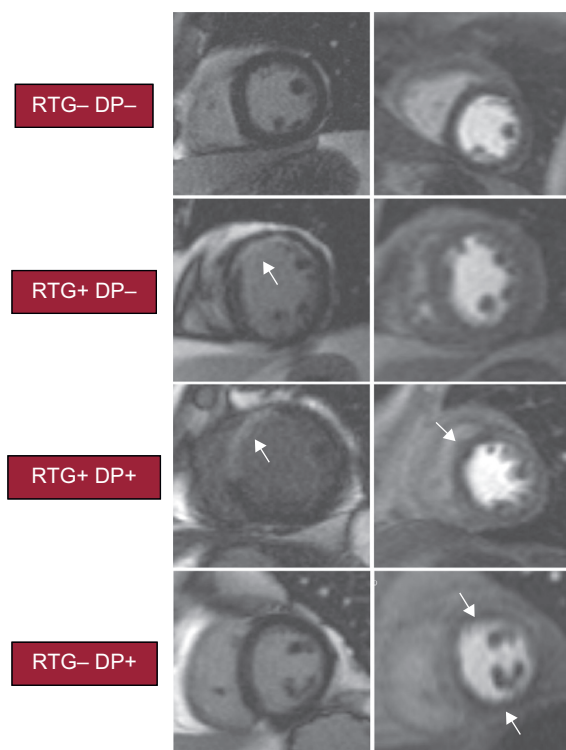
Ejemplo de los resultados de la resonancia magnética cardíaca y clasificación de la resonancia magnética cardíaca. Clasificación según presencia o ausencia de cada índice. -: ausente (0-1 segmento); +: presente (≥ 2 segmentos); DP: defecto de perfusión; RTG: realce tardío de gadolinio.
